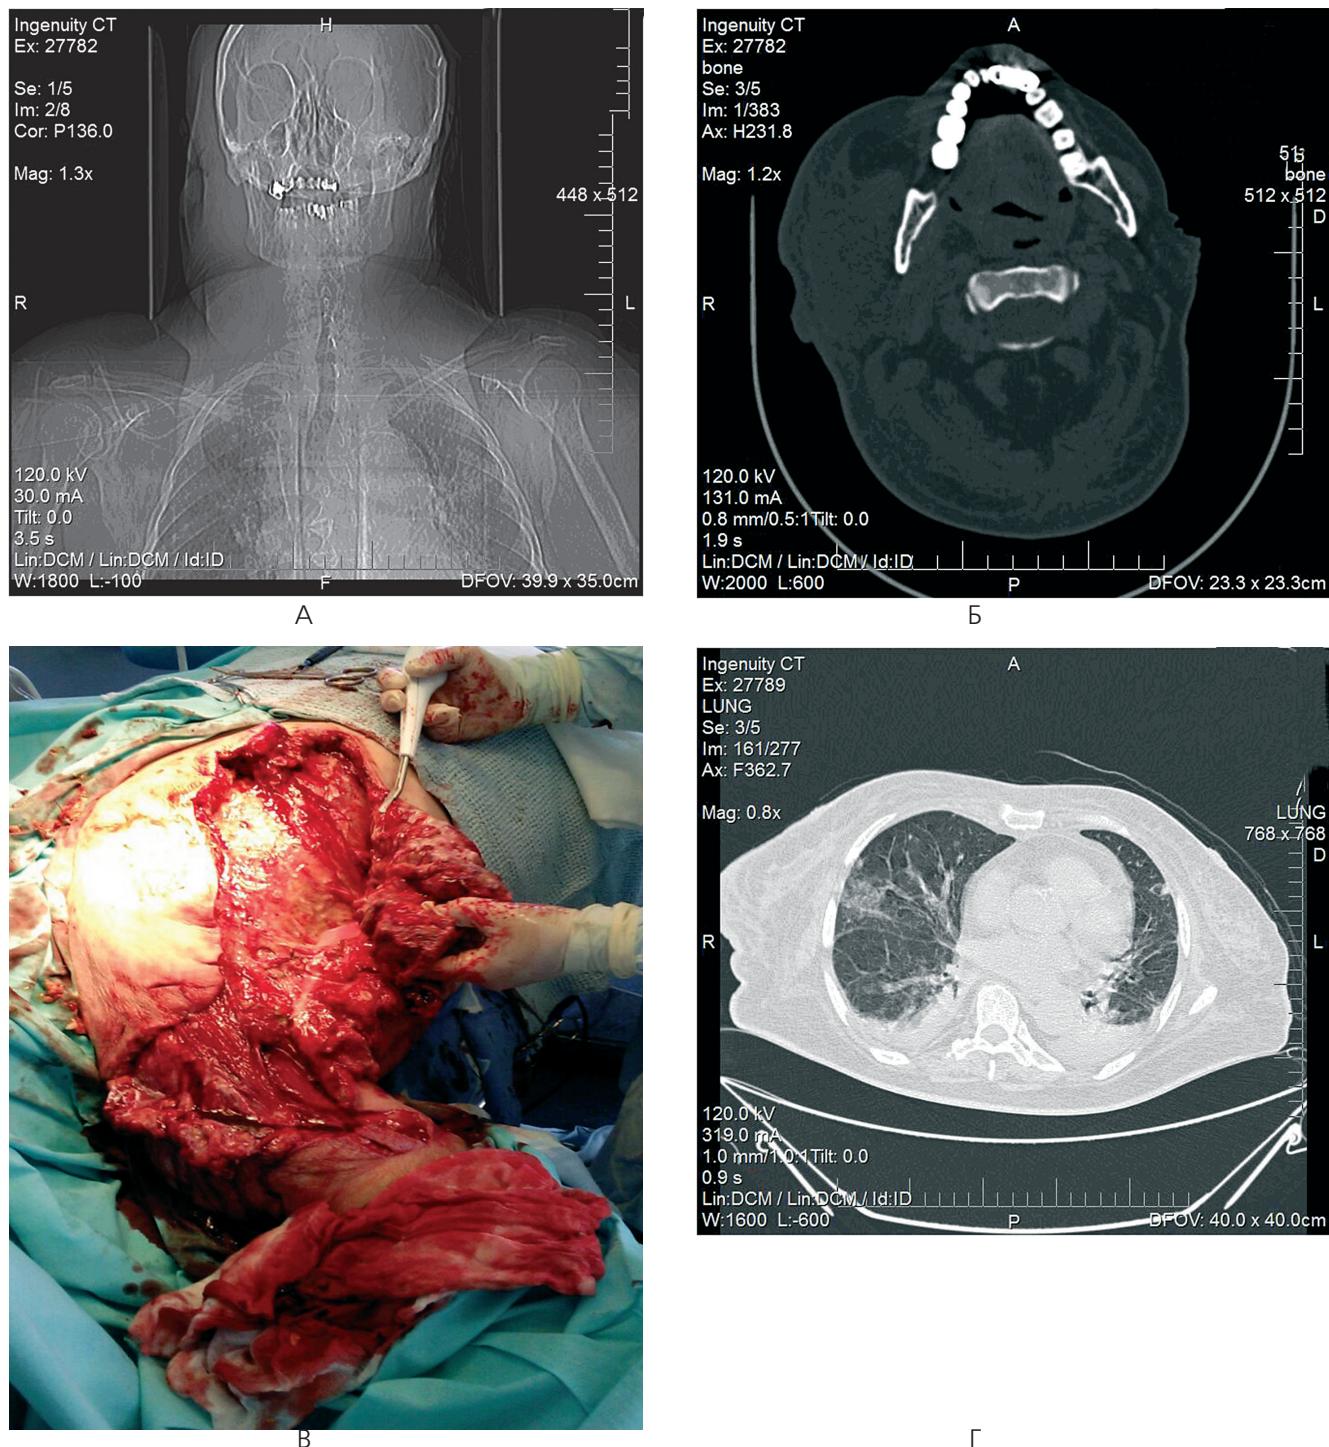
Рисунок - Клинический случай: данные компьютерной томографии (A, Б) и операционная рана при вскрытие флегмоны (В). КТ-картина полисегментарной пневмонии (Г).
